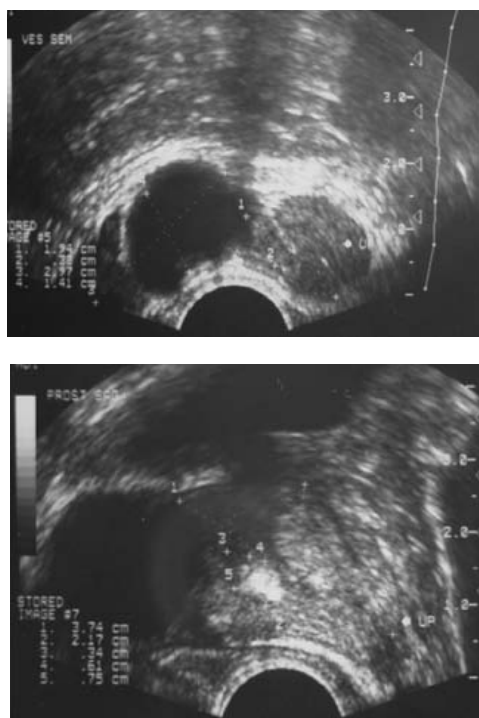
Ultrasonido transrectal de próstata. Se observa imagen hipocóica a nivel de vesículas seminales, lo cual corresponde a quiste del conducto eyaculador.
